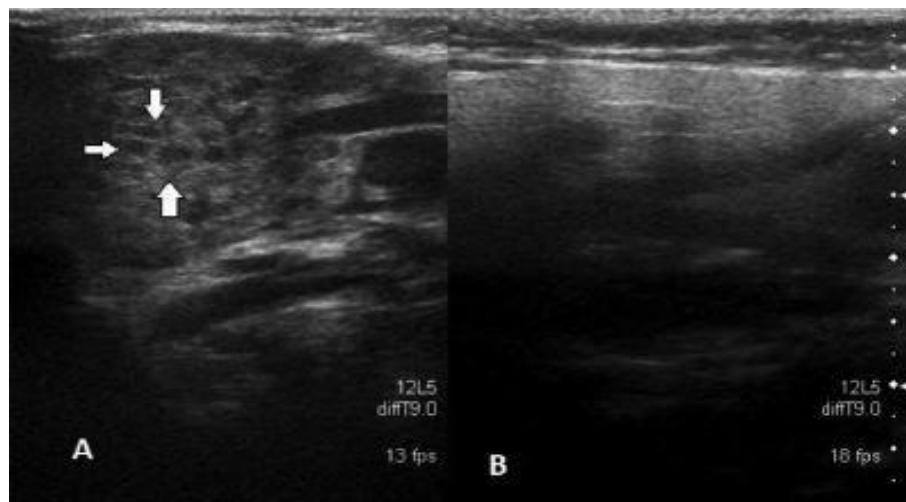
Ecografía parotídea en paciente con PRJ. Se observan múltiples imágenes nodulares hipoeogénicas en el parénquima (A). Se observa la ecografía del lado sano en el mismo paciente (B). ()
